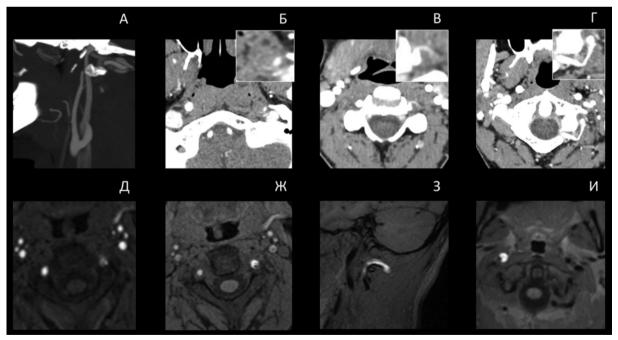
Признаки цервикальной диссекции на КТ и МРТ Примечание: А — симптом «свечи» при диссекции внутренней сонной артерии (КТ-ангиография); Б — эксцентрический симптом «мишени» при диссекции левой внутренней сонной артерии (КТ-ангиография); В — эксцентрический симптом «мишени» при диссекции левой позвоночной артерии (КТ-ангиография); Г — сегментарный стеноз сегмента V3 левой позвоночной артерии вследствие ее диссекции (КТ-ангиография); Д — эксцентрический стеноз с увеличением диаметра левой позвоночной артерии на фоне ее диссекции (ЗD-ТОF МРТ); Ж — симптом «полумесяца» у того же пациента (МРТ Т1 fat sat); З — гиперинтенсивность стенки левой позвоночной артерии вследствие ее диссекции (МРТ Т1 fat sat); Й — симптом «полумесяца» при диссекции правой внутренней сонной артерии (МРТ Т1 fat sat)
